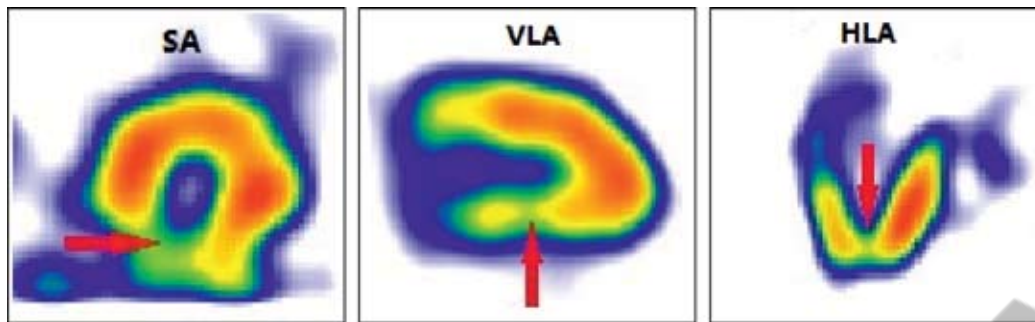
Фрагмент томографических срезов 61-летнего пациента О. при проведении ОФЭКТ миокарда (стрелками показаны дефекты перфузии миокарда)
